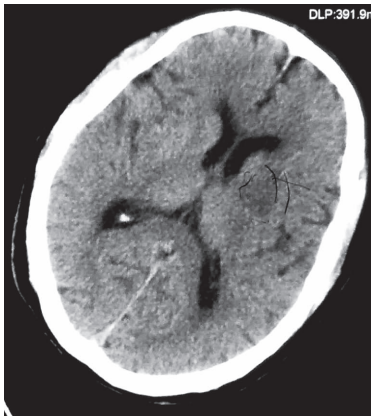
入院时头颅 CT 表现, ASPECTS 评分 9 分
